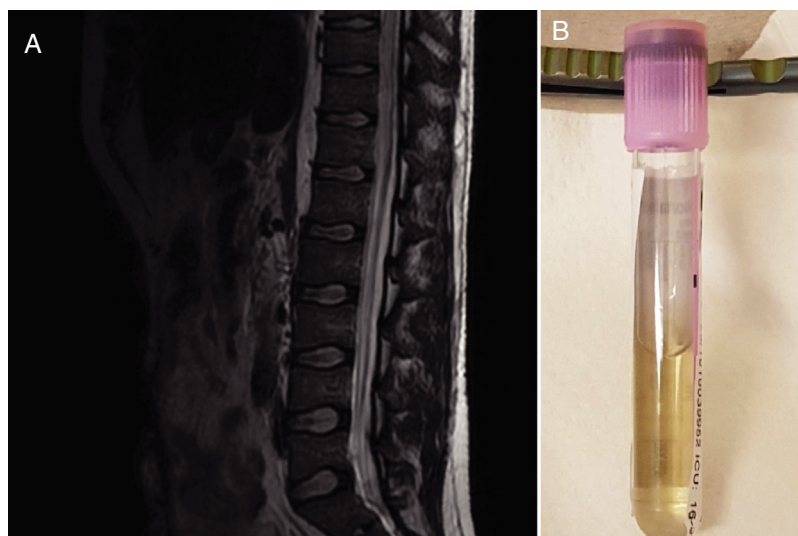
A) RMN de columna lumbar en T2 donde se observa engrosamiento del cordón medular de T8 a S1. B) LCR xantocrómico extraído del paciente.
